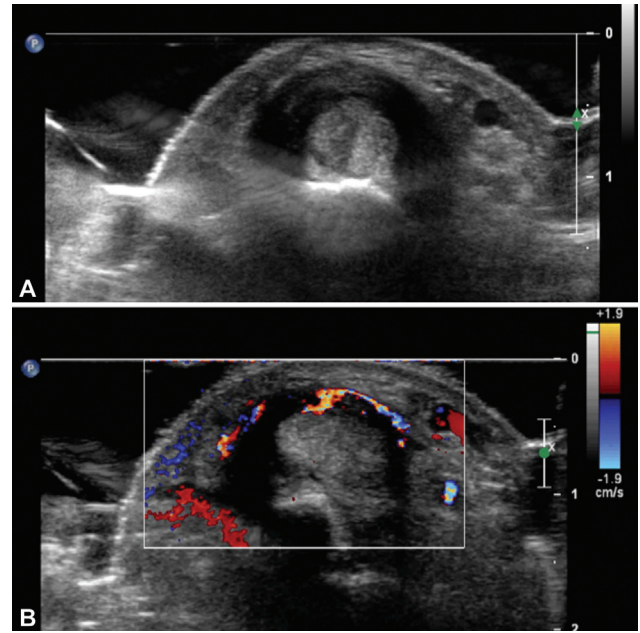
(A, B) Enfermedad de De Quervain con engrosamiento hipococico del retináculo extensor del primer túnel extensor y señal Doppler aumentada.
